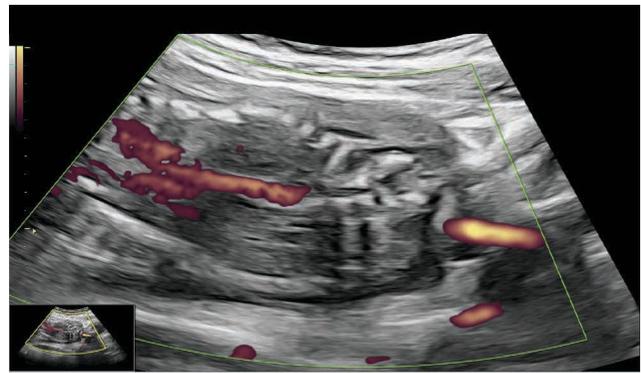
Corte coronal abdominopélvico donde no se logran observar las arterias renales a la aplicación de *Power Doppler*
